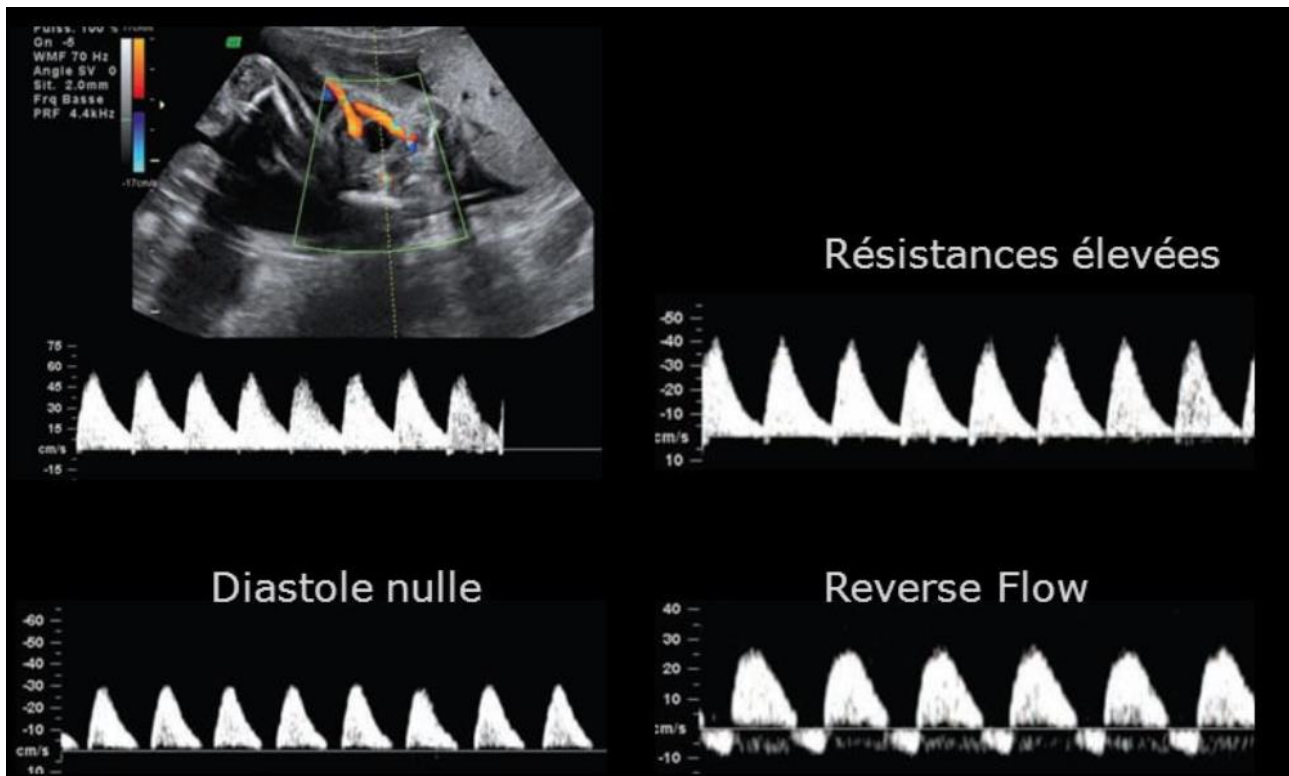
Doppler ombilical et ses anomalies
